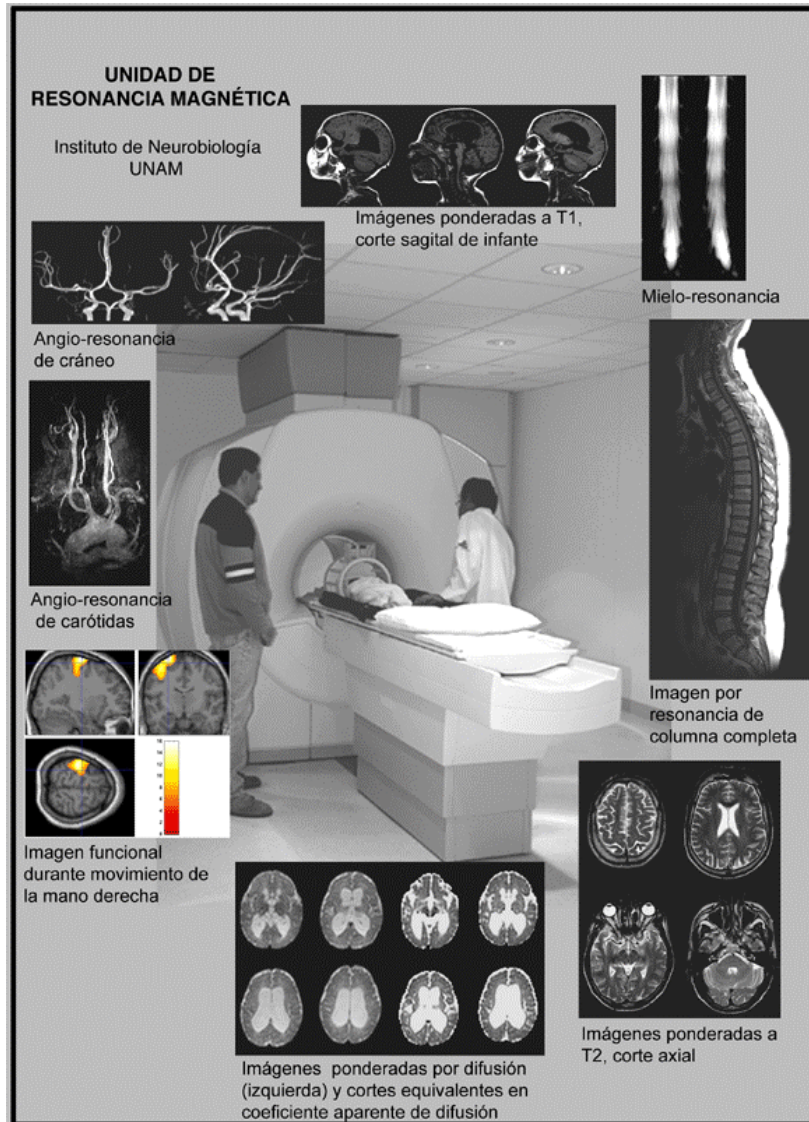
Unidad de resonancia magnética y diferentes tipos de imágenes. (30)
